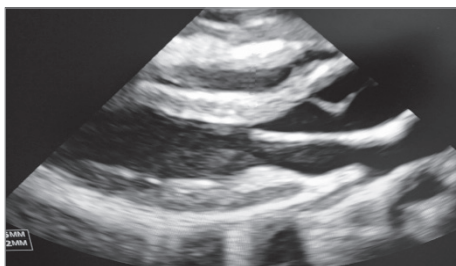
Отчетливо видимое уменьшение диастолического размера выносящего тракта правого желудочка сердца. Эхокардиограмма выполнена из левой парастернальной позиции по длинной оси левого желудочка
